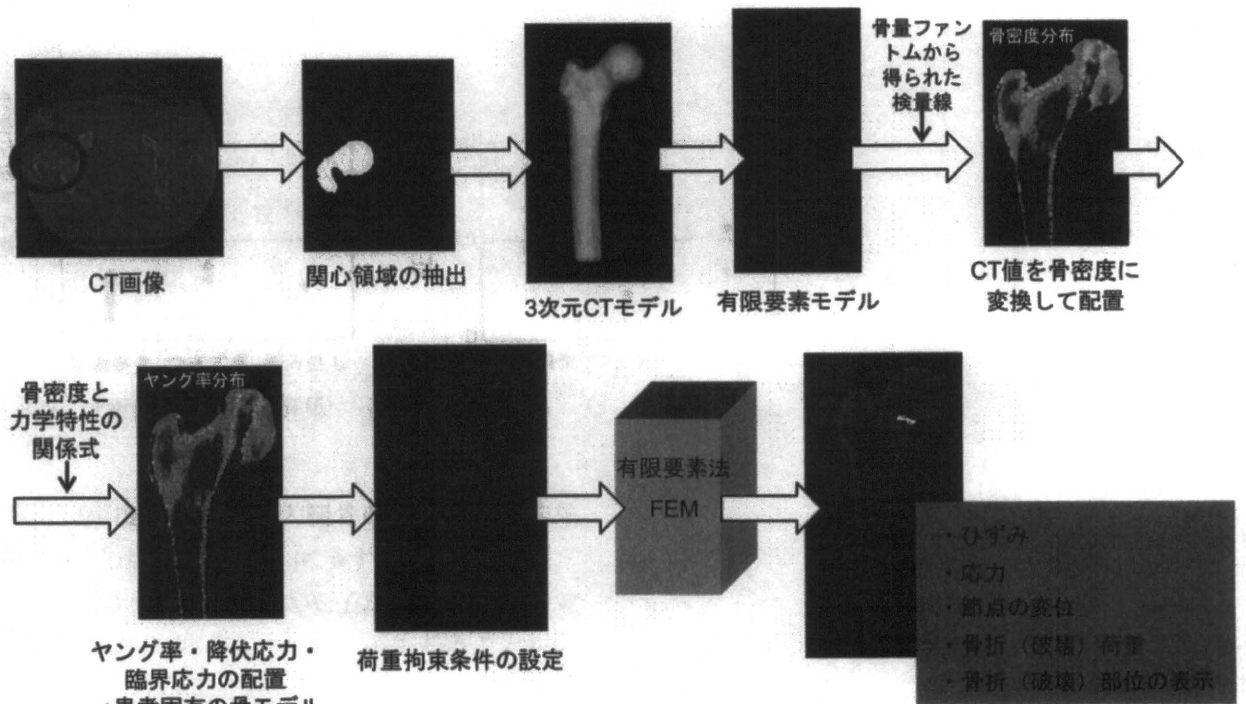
定量的CTを用いた有限要素法 (CT/FEM)
